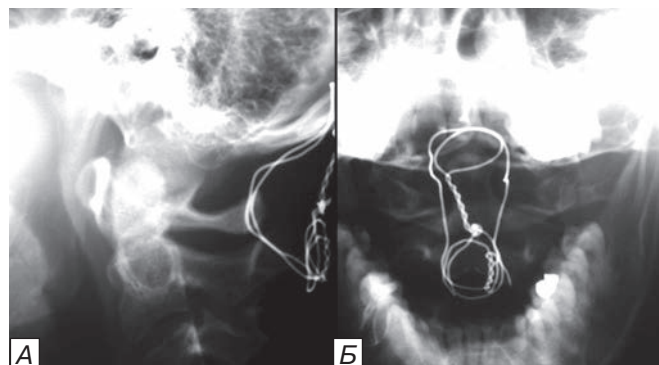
Рентгенограмма краниовертебральной области через 4 мес после операции: а — боковая; б — прямая проекции. Выполнено трансоральное пункционное опорожнение ретрофарингеального абсцесса с санацией очага и одновременно задний окципитоспондилодез на уровне C0-C1-C2 (формирование заднего опорного комплекса).
